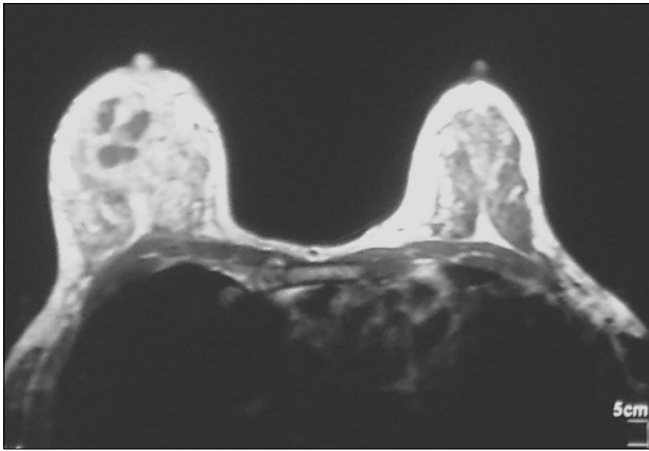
The qualified giant occupied lesion as centric cystic or necrotic in right breast has been observed in contrasty dynamic MRG visualization (T1-T2) taken synchronously. The time-signal intensity curve suggested benign, The results has been thought in abscess formation.
